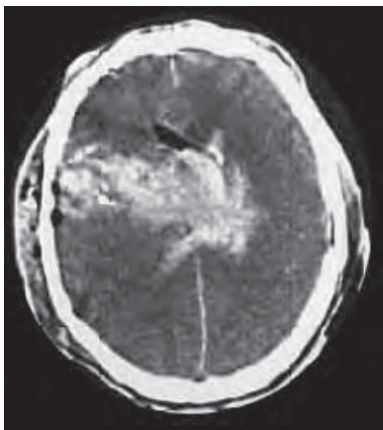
/10. TAC de cráneo. Herida de bala.
